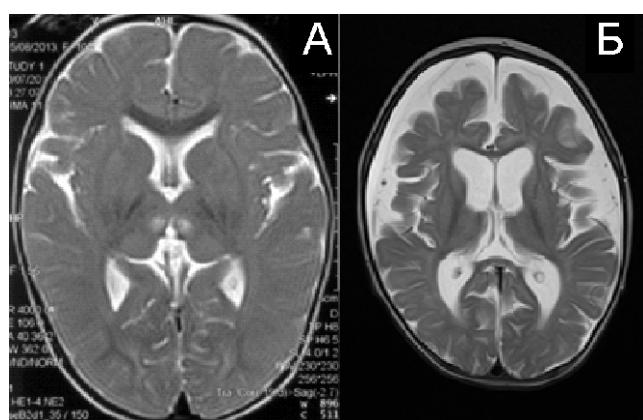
Особенности МРТ головного мозга пациентов с мутацией p.E140K в гене *SCO2*:
